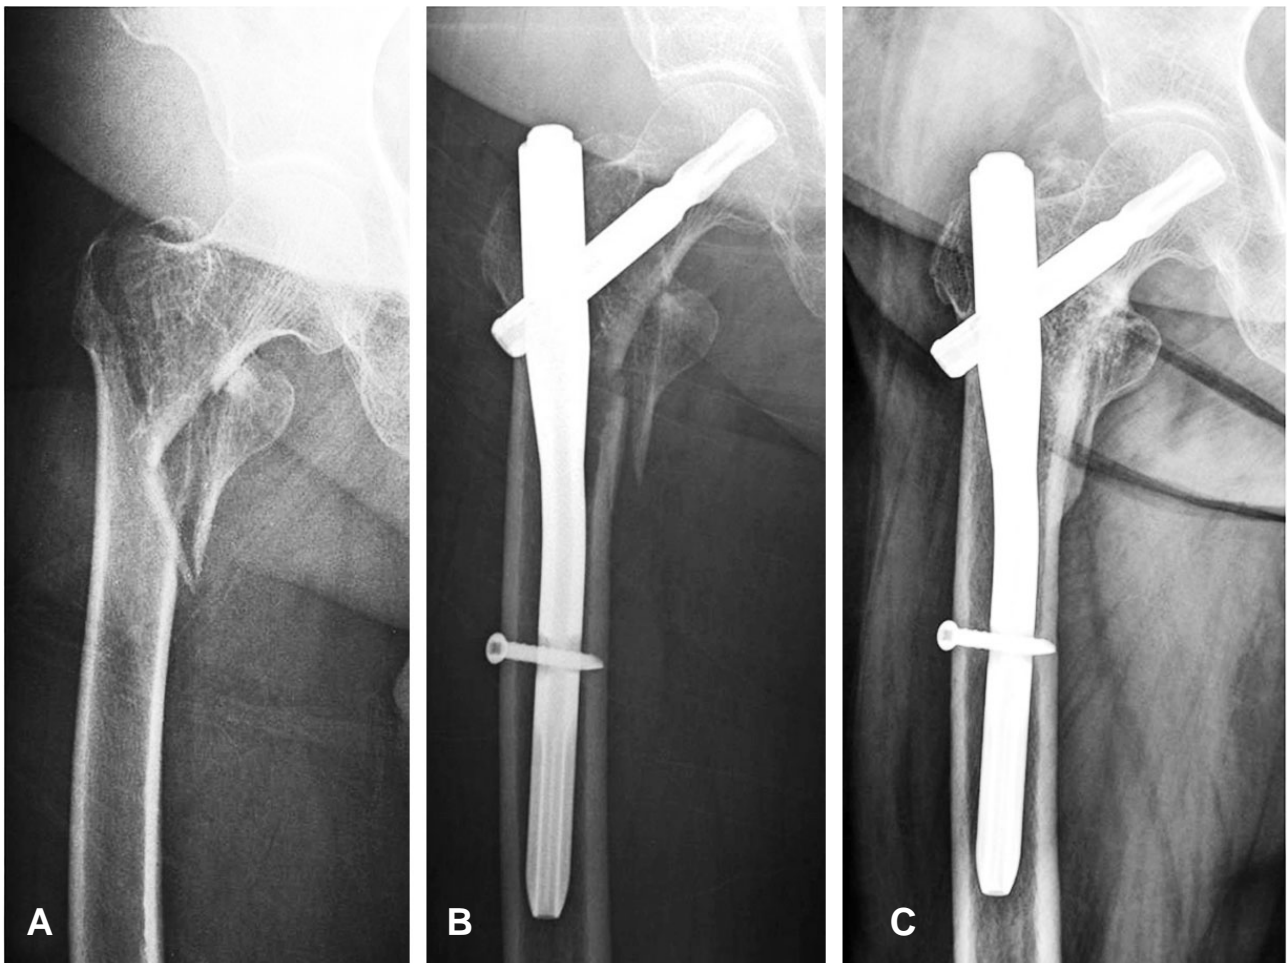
(A) 76 years old female with unstable intertrochanteric fracture(AO/OTA classification 31-A2.2), preoperative AP radiograph. (B) Immediate postoperative AP radiograph showed that relatively well reduced fracture and well positioned PFNA blade. (C) 7 months after operation, AP radiograph showed that minimal sliding of PFNA blade and well united fracture site.
